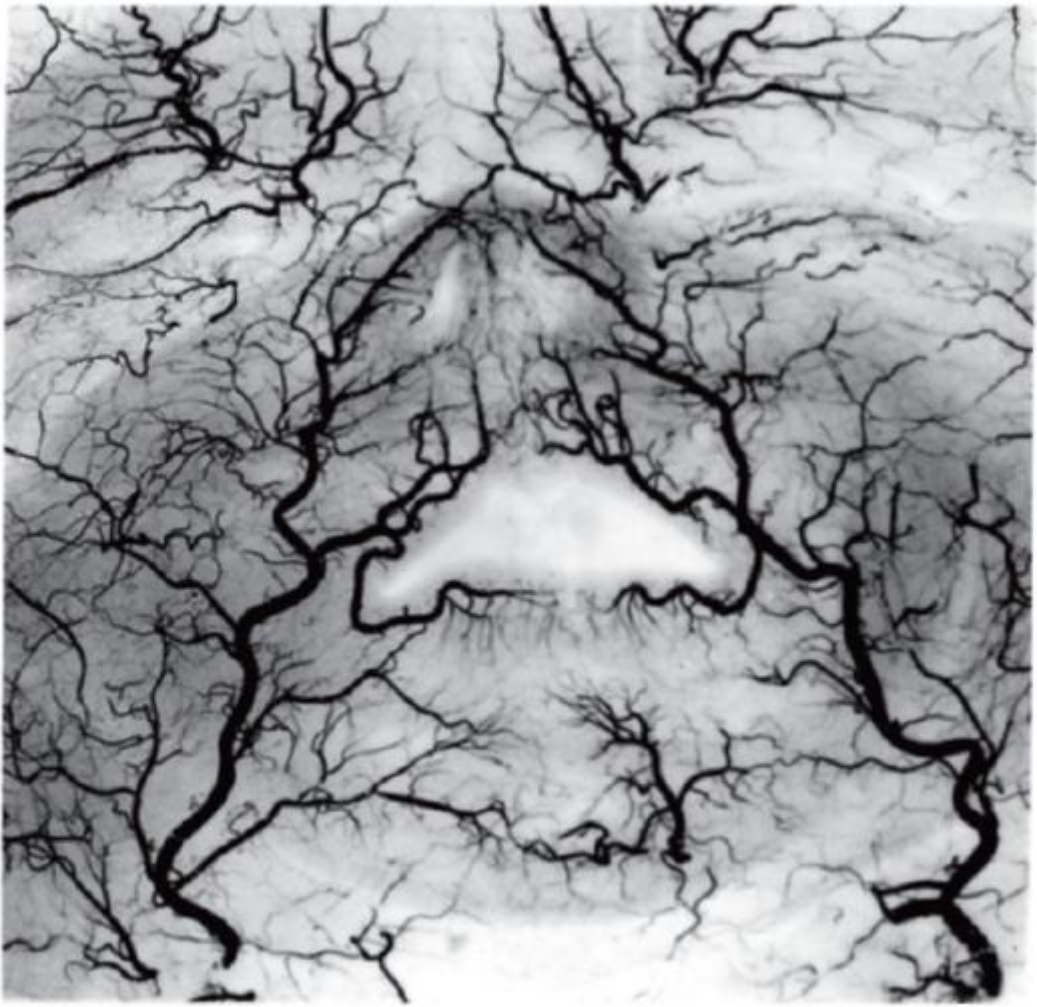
Фоторентгенограмма артерий мягких тканей лица; правая нижняя губная артерия Т-образной формы (препарат В.М. Калиниченко)
